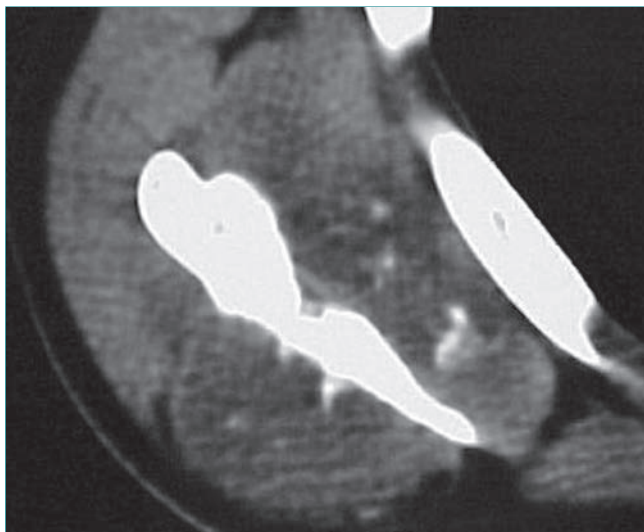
La TC de la escápula revela una masa de partes blandas grande con tejido compatible con un condrosarcoma grado 3. Obsérvese las calcificaciones en el interior de la lesión. El condrosarcoma con frecuencia se localiza en la escápula.
